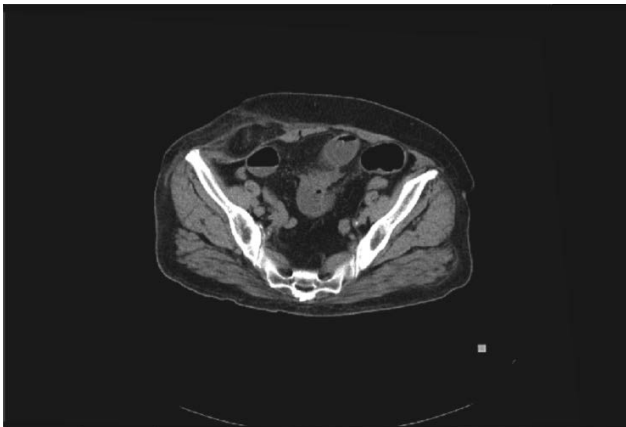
Skan z tomografii komputerowej przedstawiający w powiększeniu wrota przepukliny bocznej brzucha Spigela u 60-letniej chorej.
